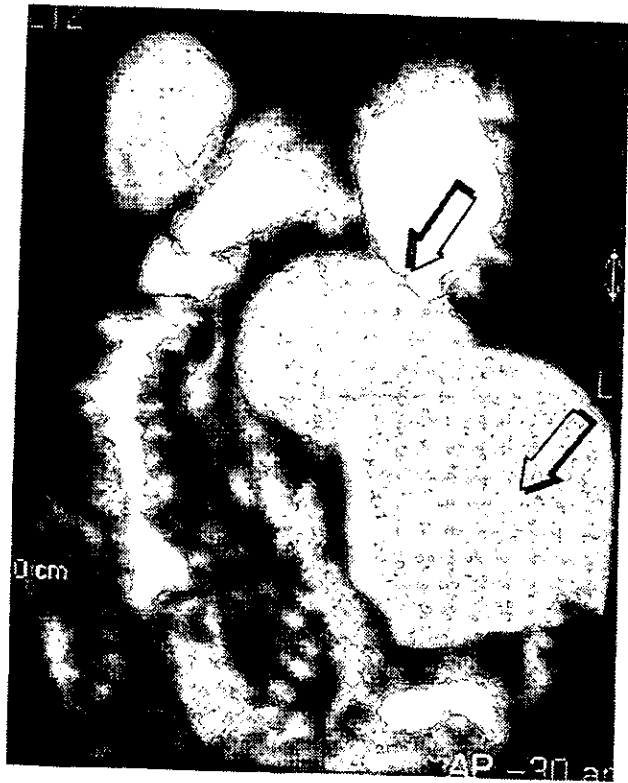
Y 8. PSEUDOQUISTE PANCREATICO POR TC Y CRM. En ambos estudios se observaron dos imágenes de contenido líquido proteináceo, hipodensas en TC e hiperintensas en RM, en ésta última, se observa la permeabilidad del Wirsung.
